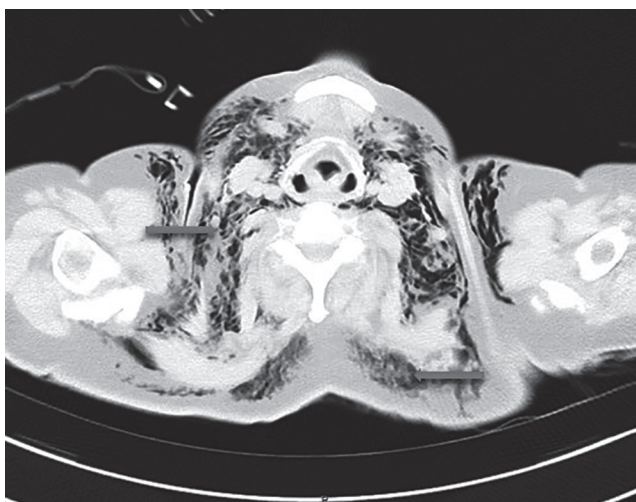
Компьютерная томография органов грудной клетки пациента Б. с развившейся подкожной эмфиземой. Стрелками обозначены участки воздуха (фото авторов)
